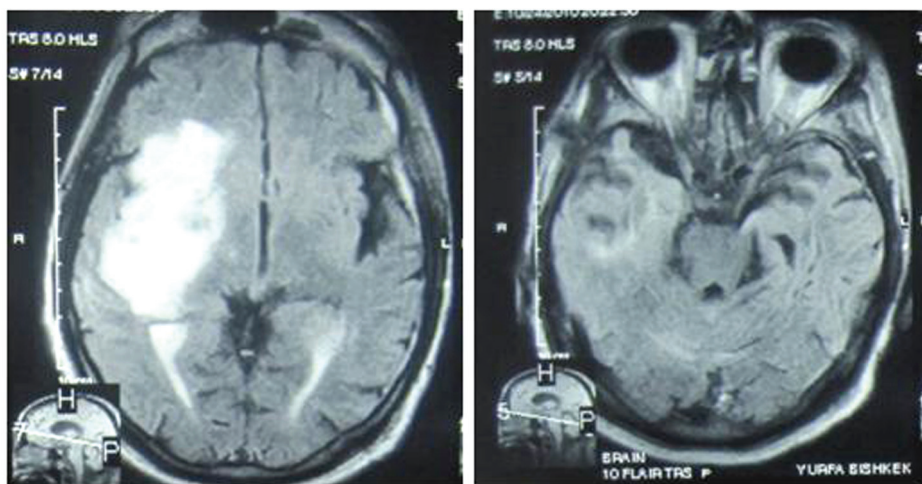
МРТ больного Г.А. с очаговым ушибом тяжелой степени правой височной доли. А — до операции; Б — после операции.
